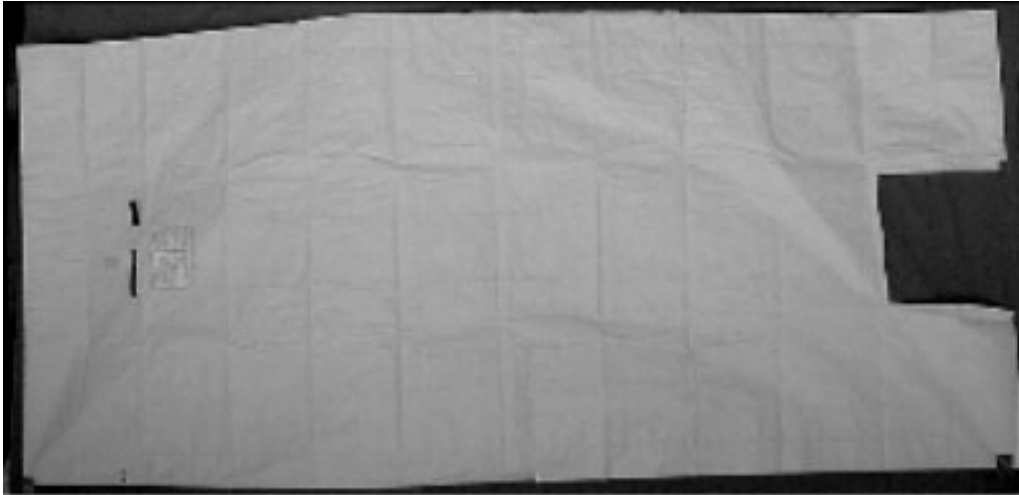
Thermacare® TC 1050 Comfort Quilt
